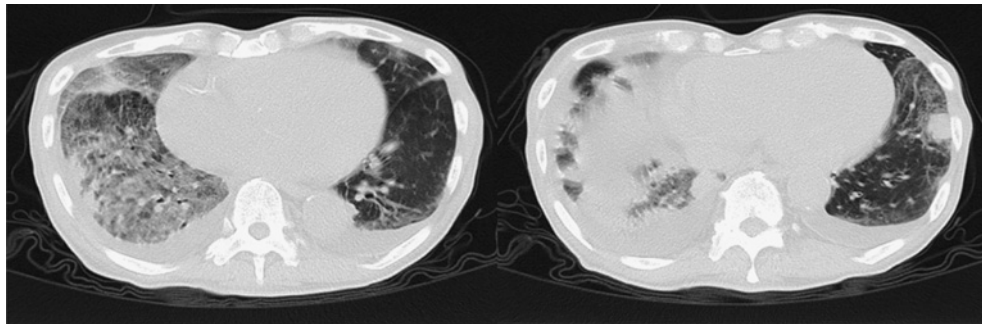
来院時胸部単純 computed tomography (CT) 検査所見
